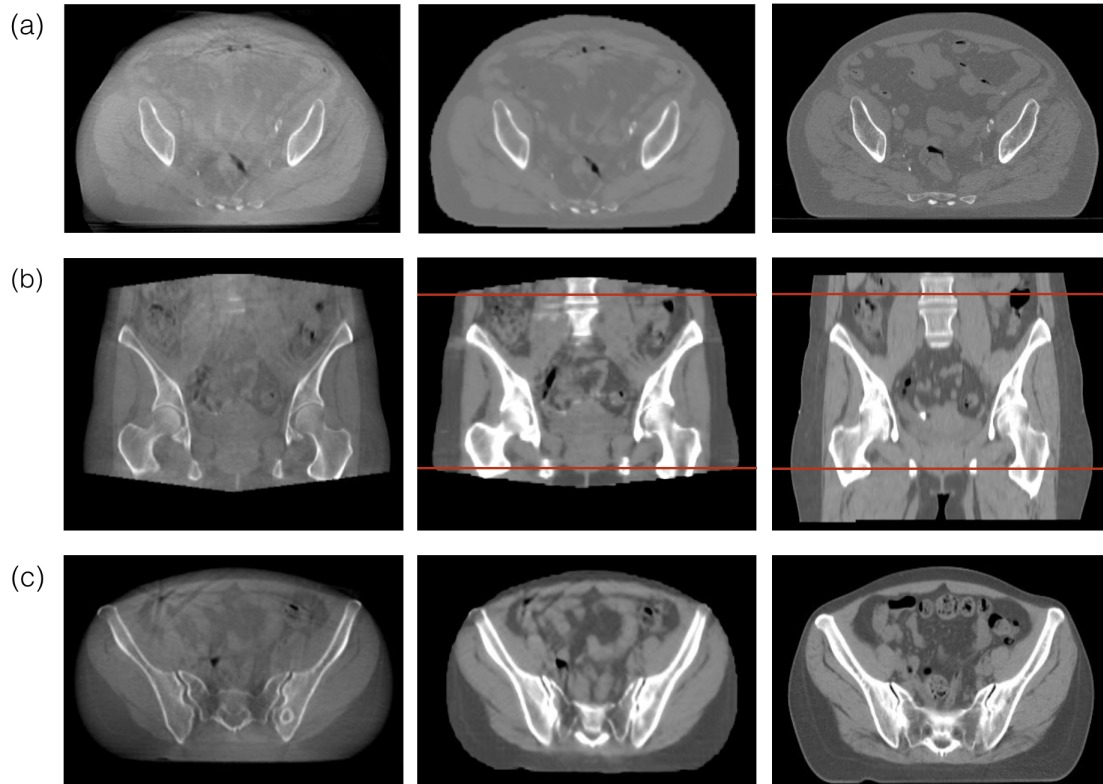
First column shows the original cone-beam CT images. Second and third columns show corresponding resampled and registered synthetic CT and CT on rails (CTr) images, respectively. (a) Axial slices are presented to show streak artefacts and noise reduction from CBCT to sCT. (b) The second row shows coronal view of the patient to point out the difference in length. Above and below the red lines are where replacements with CTr were due. (c) The last row shows an observed anomaly, which is hipbones appearing outside patients' body due to missing tissues on the edges.
